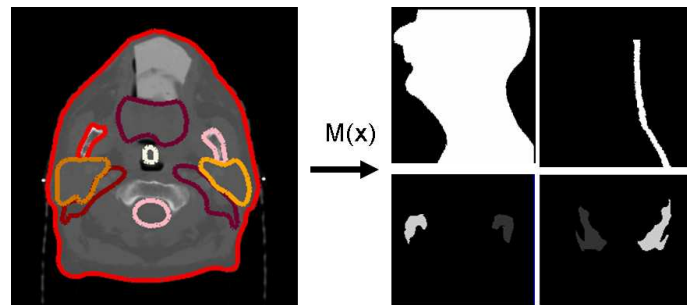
Vista Axial da imagem CT e alguns contornos de interesse delineados por um médico e suas respectivas máscaras binárias criadas a partir dos contornos manuais.
